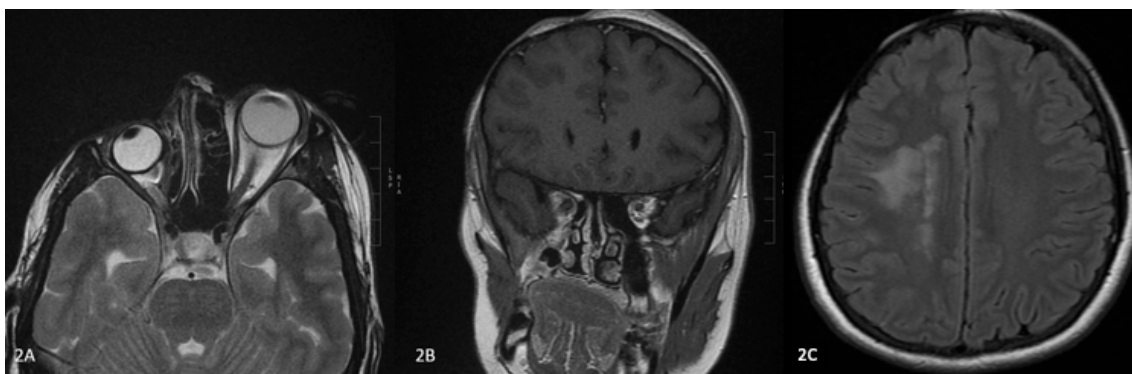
Resonancia magnética nuclear de cerebro simple 1,5T (2A RM orbita axial T2, 2B RM orbita coronal Flair, 2C RM cerebro axial Flair): Importante asimetría craneofacial por hipoplasia de la órbita, globo ocular, contenido intra y extraconal del lado derecho (2A). Se demuestra además hipoplasia del compartimento masticador, senos paranasales, tabla ósea frontal y temporal con adelgazamiento de esta y de los cornetes en este mismo lado (2B). Se advierte focos de hiperintensidad de la sustancia blanca del centro semioval derecho. Fuente: Imagen de autores
